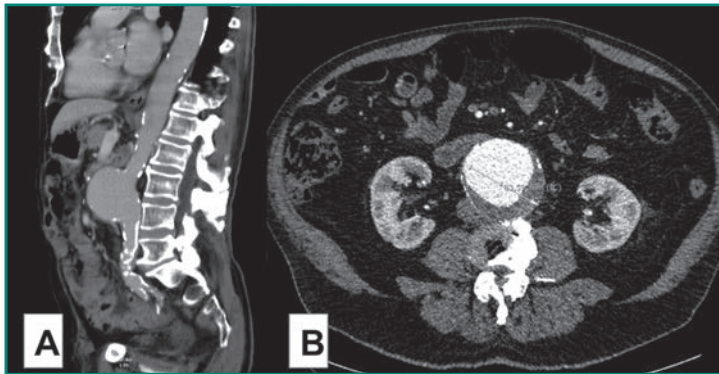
Estudio con TC prequirúrgico en corte sagital (A) y axial (B) en dos pacientes con AAA > 5,5 cm.
